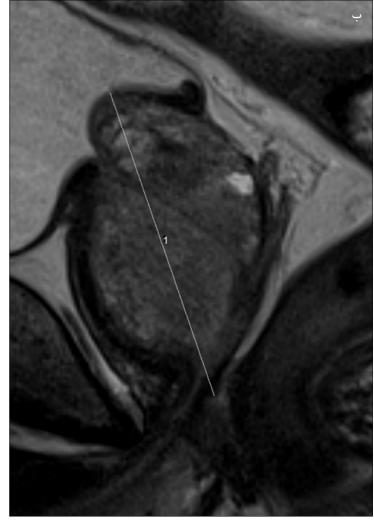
B: Axial and sagittal MRI after PAE الشكل ٣ب: التصوير بالرنين المغناطيسي المحوري والسهمي بعد إصمام شريان
